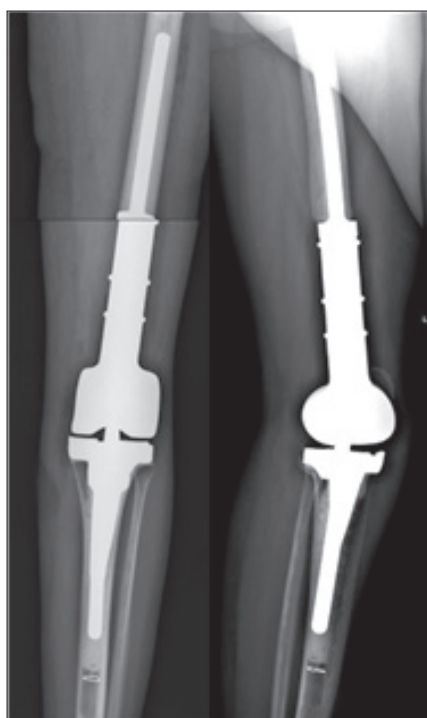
Рентгенография. Состояние после эндопротезирования левого коленного сустава с цементной фиксацией ножек. Прямая и боковая проекции
